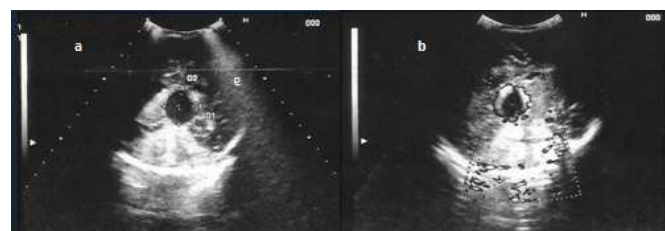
a) échographie transfontanellaire mode B montrant une image anéchogène pure, arrondie, en arrière du V3 et b)
